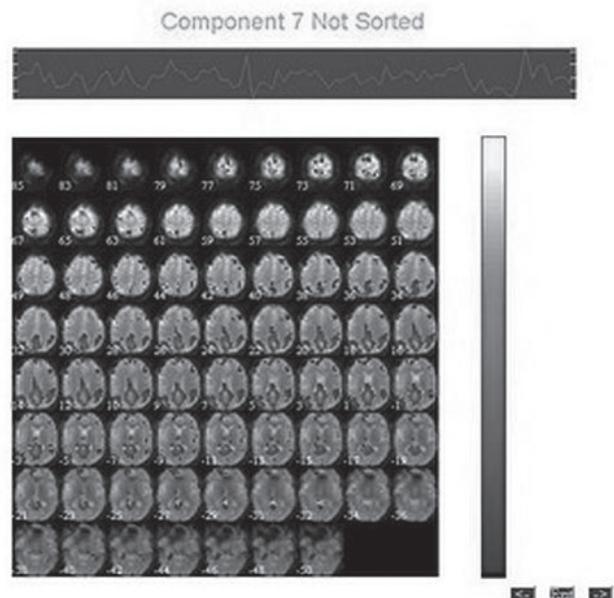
МРТ здорового человека
